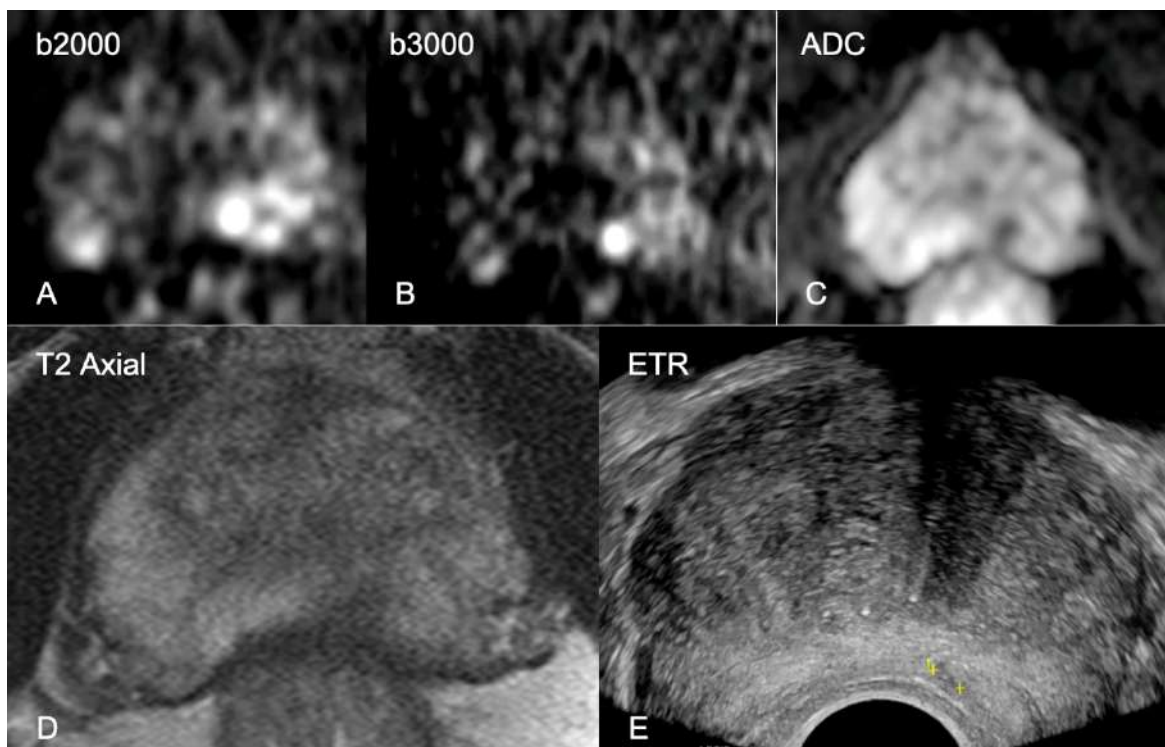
Imatges d'ecografia transrectal que mostren nòdul de 5.5 mm localitzat a ZP dreta que va ser punxonat selectivament i el resultat AP de la biòpsia va ser un adenocarcinoma acinar Gleason 3+4=7.
